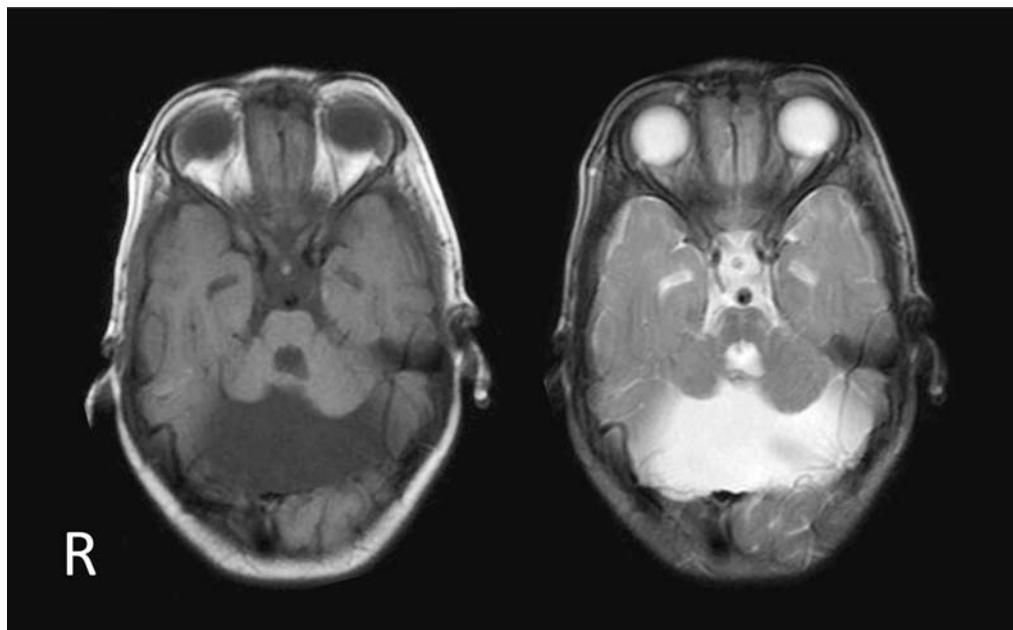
頭部MRI軸断面 左：T1強調画像（TE=15/TR=566） 右：T2強調画像（TE=99/TR=3800）
